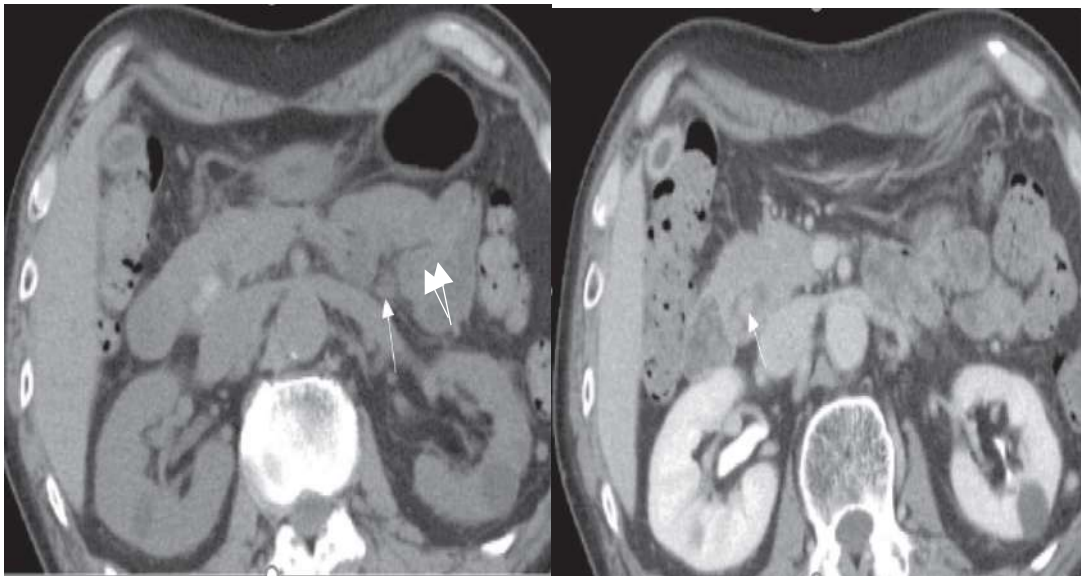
TDM abdominale (l'image gauche) sans injection de produit de contraste montre deux images hyperdenses (calculs) au niveau de cholédoque. cholangio-TDM (l'image à droite) : l'opacification des calculs de la voie biliaire principale (flèche) devient faible en raison à la fois de l'effet de l'amélioration du contraste(30)
